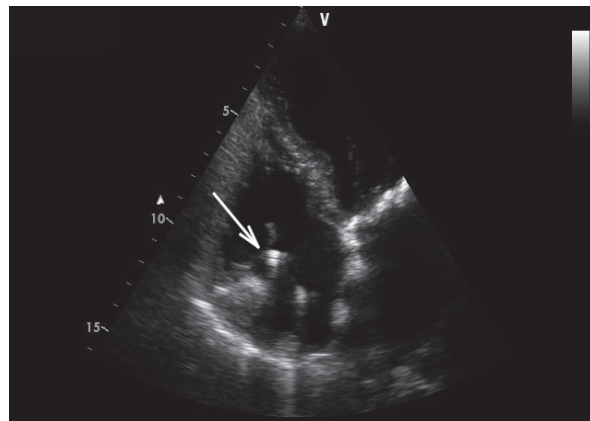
A. Badanie echokardiograficzne – projekcja koniuszkowa czterojamowa. Elektroda w przedsionku wychodząca z żyły głównej górnej, balotująca w prawym przedsionku
